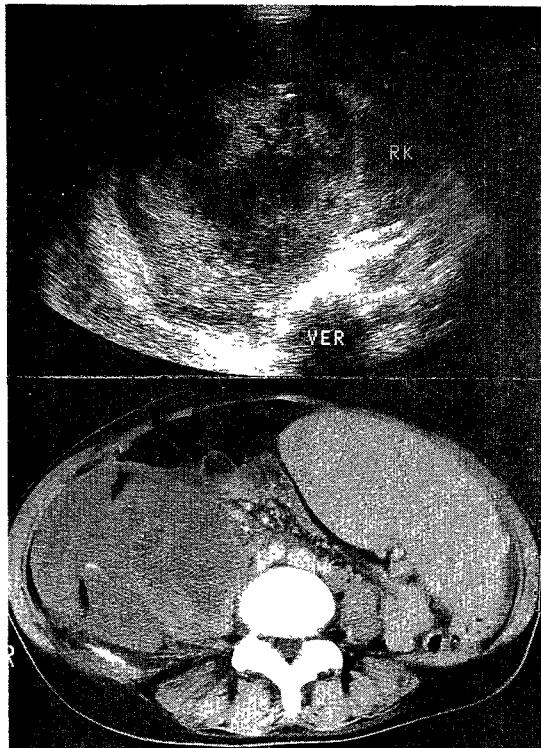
Abdominal CT scan and ultrasonography : The huge retroperitoneal hematoma is noted in the ventral aspect of right psoas muscle and extended inferiorly to pelvic cavity. Both kidneys are medially displaced by enlarged spleen and hematoma.
